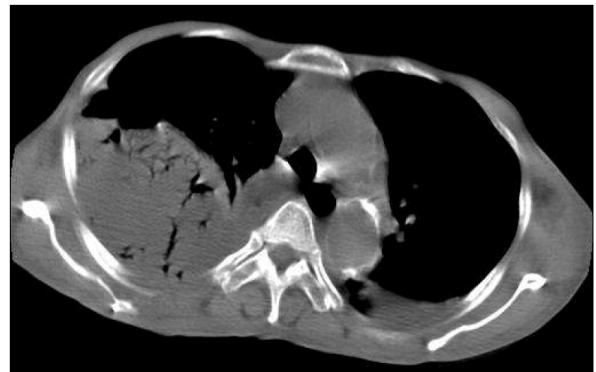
Chest CT on admission Large multiloculated pleural empyema with numerous air bubble is shown in right pleural space.
